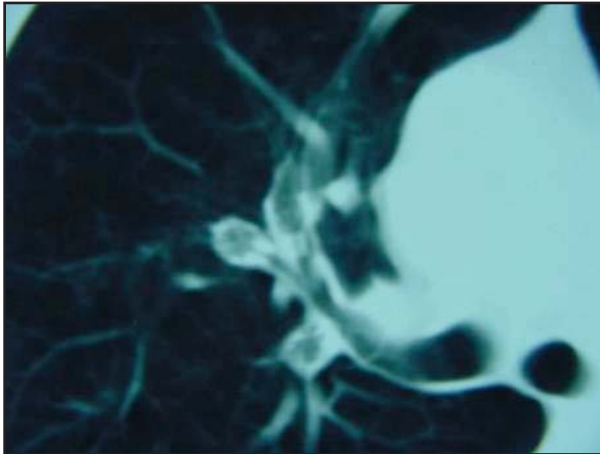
Corte axial de TC mostrando três válvulas isolando o lobo superior direito.
